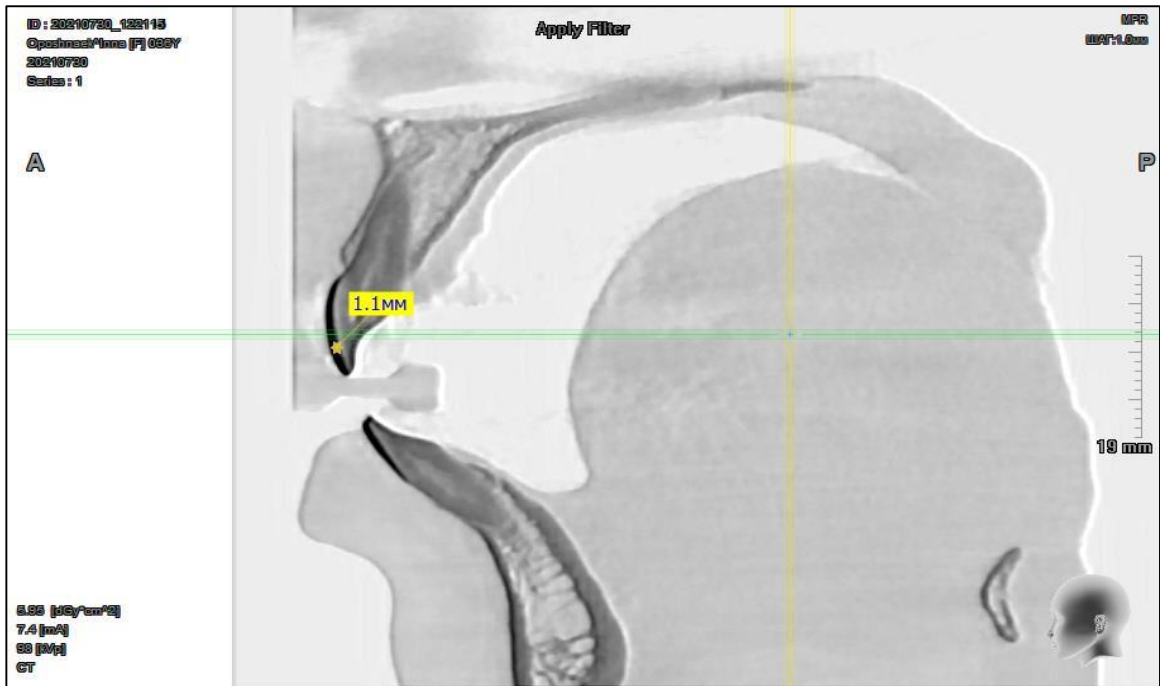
Фрагмент комп'ютерної 3D-томограми в сагітальній площині пацієнта М., 23 роки. Історія хвороби №6 (І група), із визначеними розмірами товщини емалі 11 зуба
